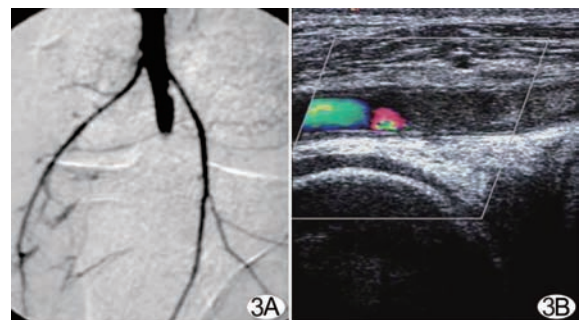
腓动脉内膜挫伤合并血栓形成 A. DSA 表现为充盈缺损, 血管闭塞; B. 灰阶超声显示动脉管壁连续性好, 管腔内充满实性低回声团, 管腔消失, CDU 显示动脉血流信号中断
